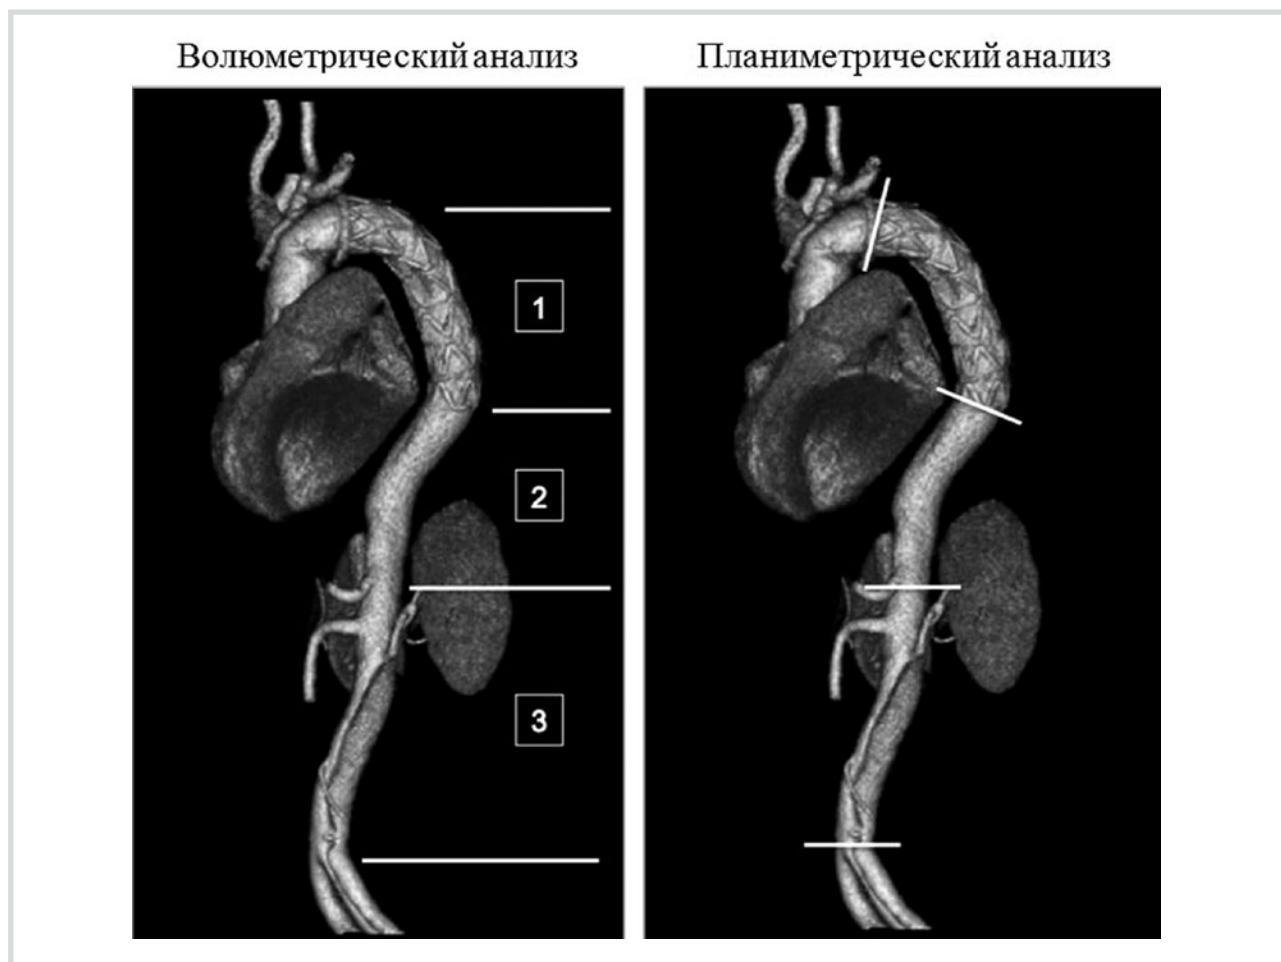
3D-модель послеоперационной МСКТ аорты.
